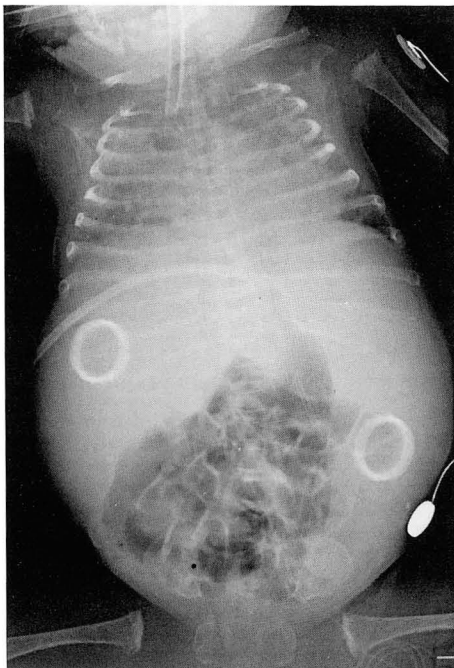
Thirty-day-old female infant with *Candida* sepsis. The chest radiography including abdomen shows multifocal areas of irregular opacities in both lungs. The abdomen reveals hepatosplenomegaly with displacement of stomach and bowel gas.
